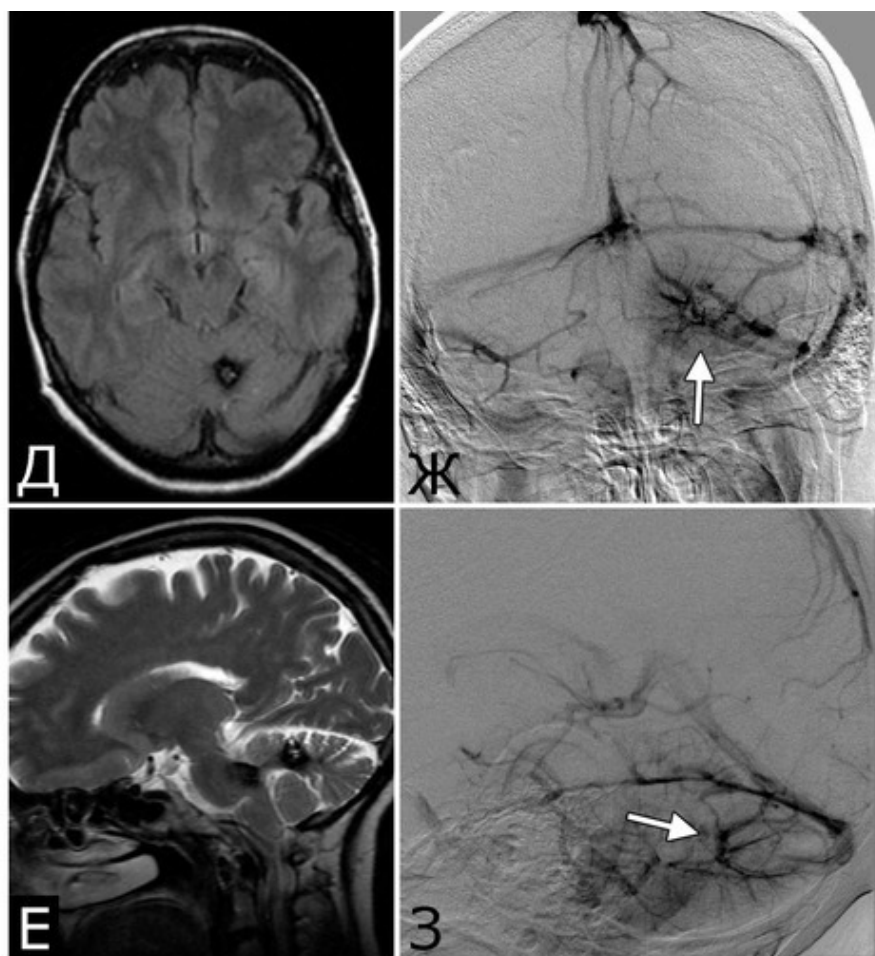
Б-ной К-ов, 37 лет. Сочетанная сосудистая патология мозга: КМ глубоких отделов лобной доли слева (А – МРТ, режим Т2); две аневризмы ВСА справа (Б, В –
